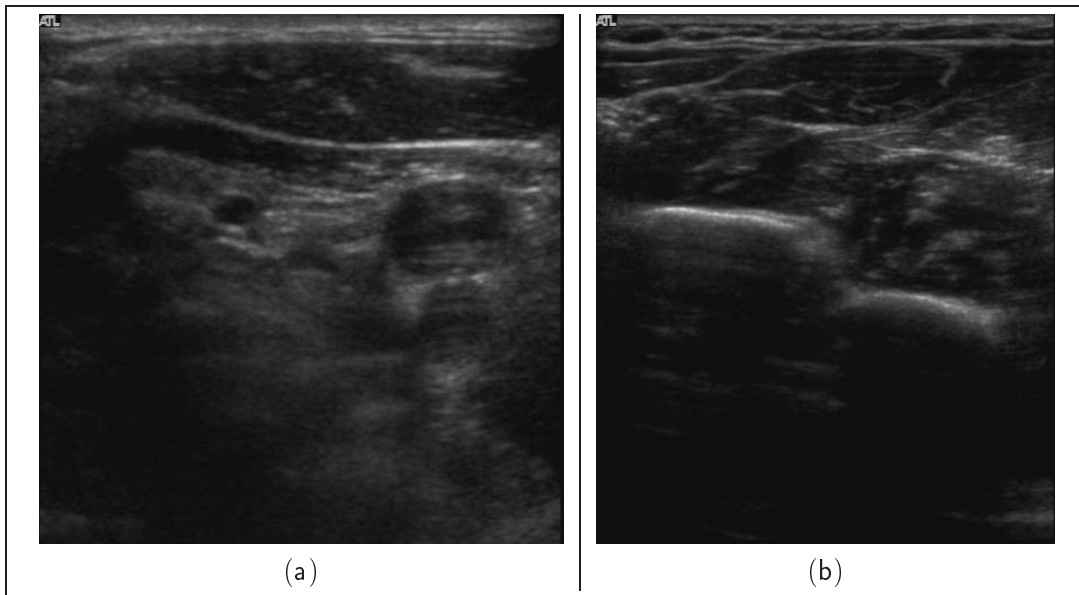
Exemples d'images échographiques obtenues avec une sonde linéaire. (a): coupe d'une carotide, (b): coupe d'un bras.
